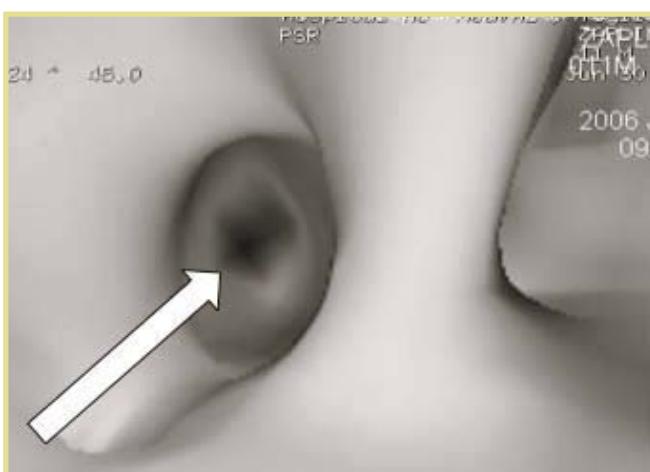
МСКТ у ребенка 3 лет в режиме трехмерной реконструкции; хорошо визуализируется ИТ (пластмассовая бусинка), локализованная в месте деления левого главного бронха на сегментарные (указано стрелкой)
